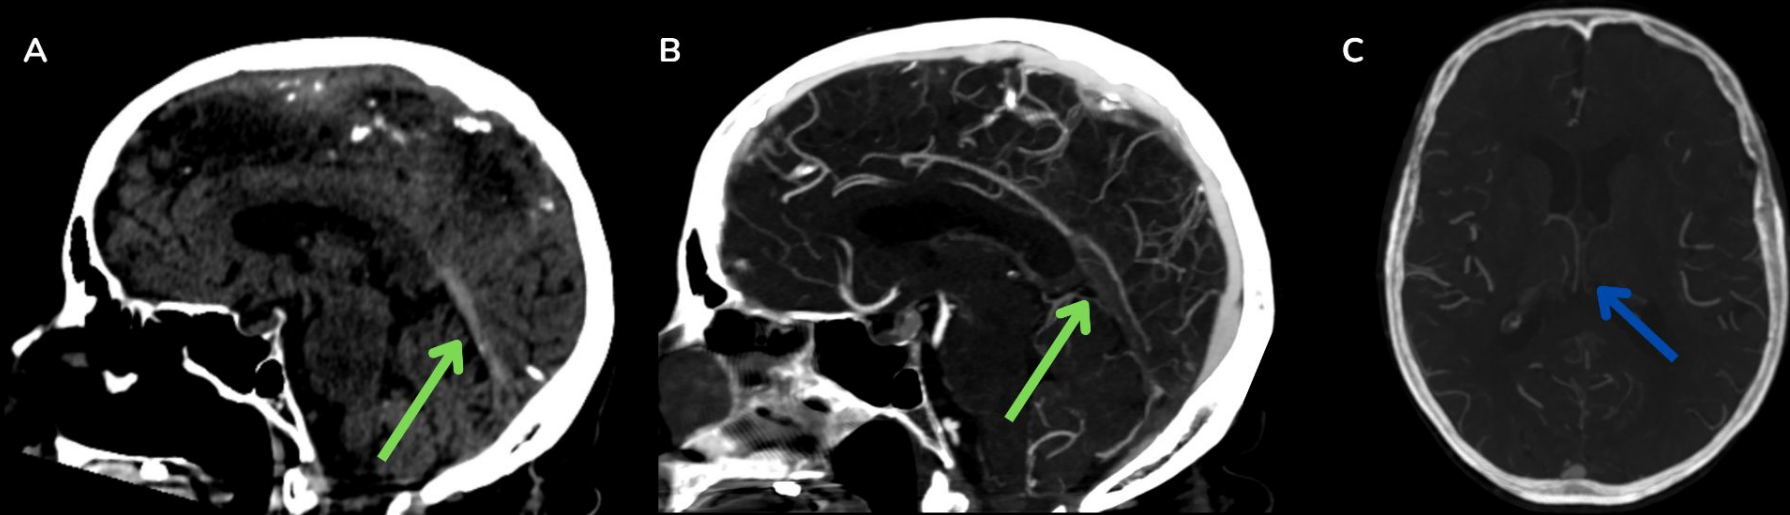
(A) TC craneal que muestra hiperdensidad del seno recto (flecha verde). (B) Venografía por TC que demuestra un defecto de repleción en el seno recto (flecha verde), la tórculo de Herófilo y el seno transversal izquierdo. (C) Venografía por TC que muestra retraso del drenaje venoso en la vena cerebral interna izquierda (flecha azul).
